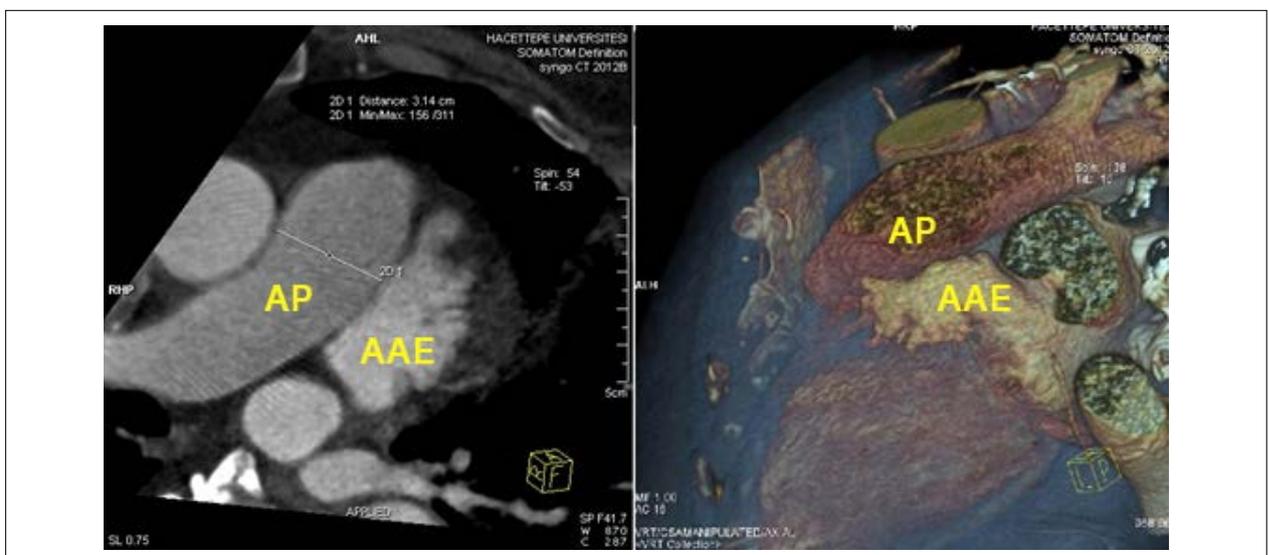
Imagem feita por tomografia computadorizada da proximidade entre a artéria pulmonar e o apêndice atrial esquerdo.
